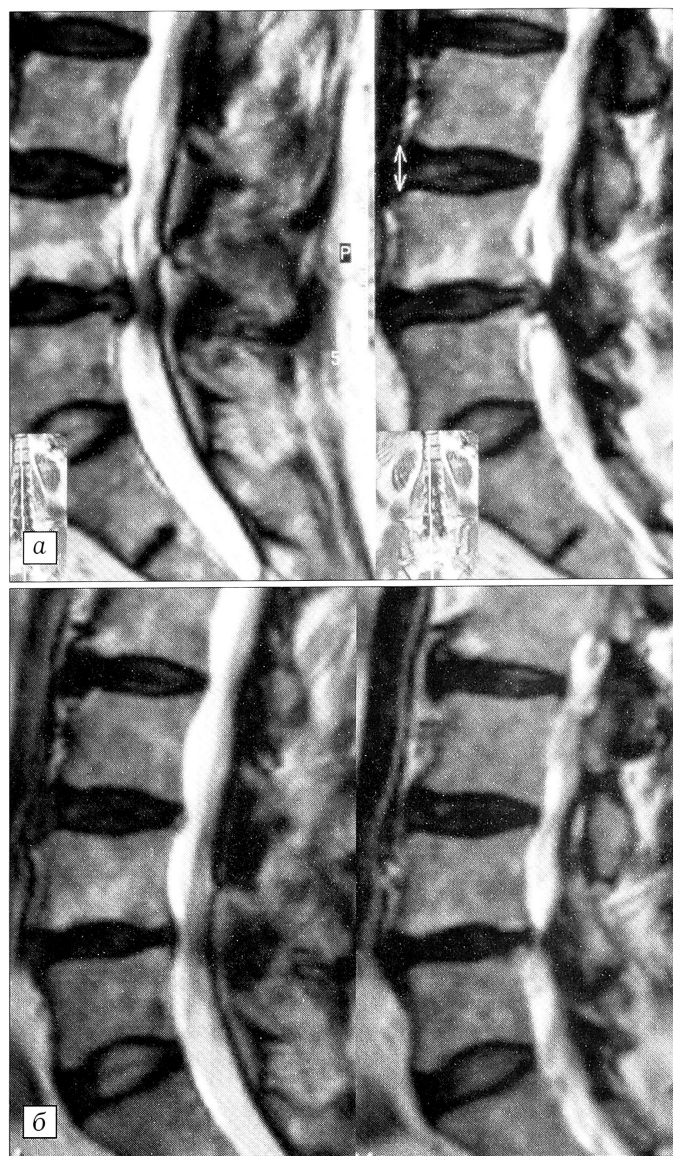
МРТ поясничного отдела позвоночника больной К. в сагиттальной проекции: а — до операции, б — после операции.
